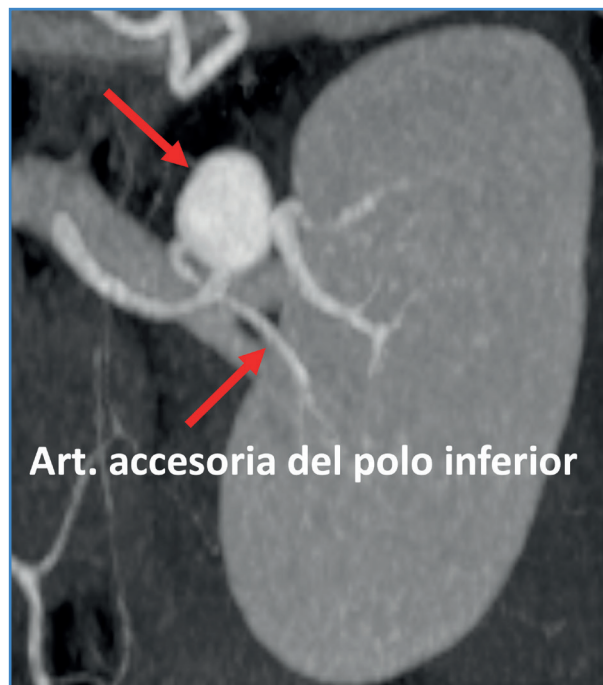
Angio TC preoperatorio que muestra el aneurisma a nivel de la bifurcación de la arteria renal.
